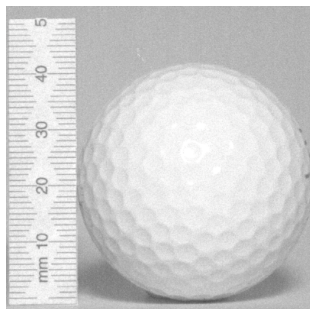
une balle de golf mesure environ 4 cm. Une tumeur qui a la même taille ou plus doit faire l'objet d'examen d'imagerie : échographie éventuellement complétée par une IRM.
